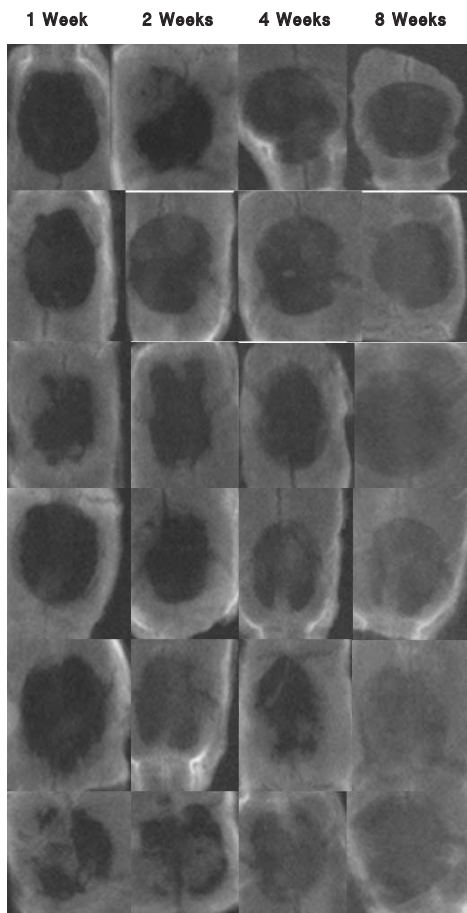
Soft X-ray findings.
